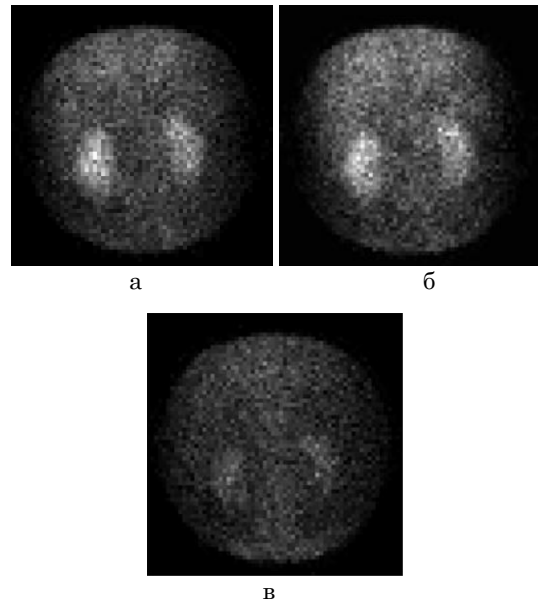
Кадри сцинтиграм в різні моменти зчитування після введення радіофармпрепарату: а – 10 хвилин; б – 15 хвилин; в – 20 хвилин
